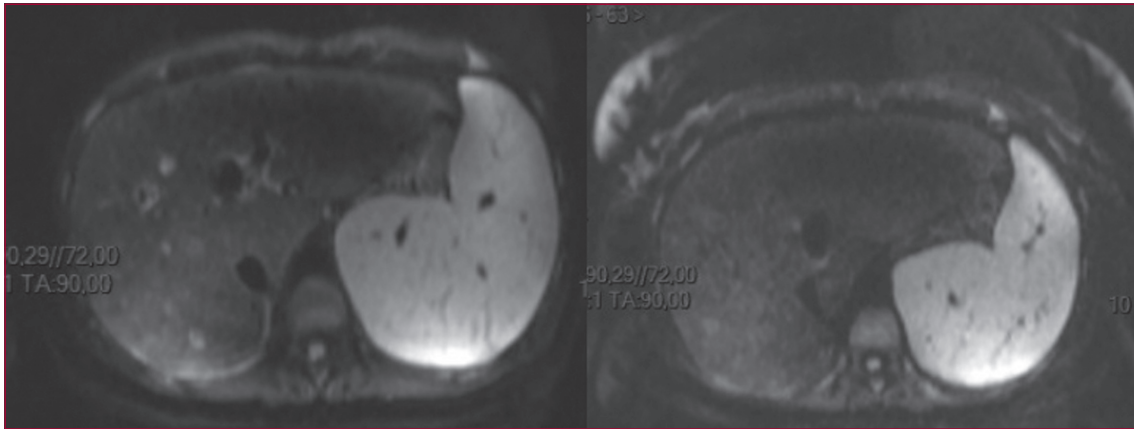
Exemple de plusieurs nodules bénins caractérisés par IRM dans un contexte de SBC.
